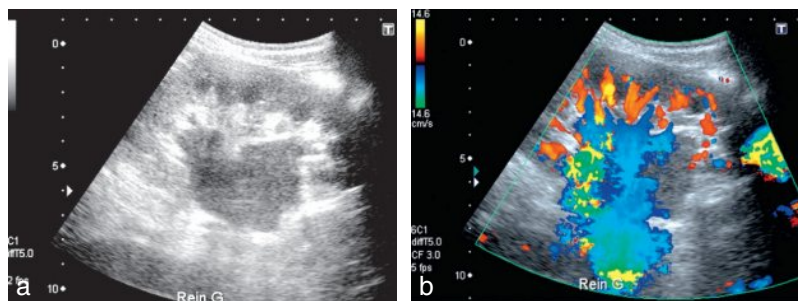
Fausse dilatation des cavités rénales en échographie (a) en rapport avec de larges veines dilatées bien démontrées par le Doppler couleur (b).
